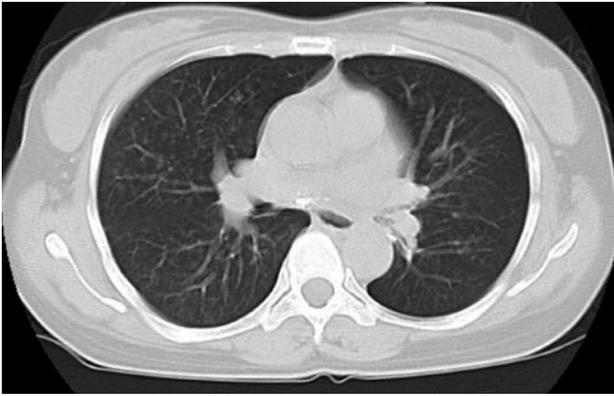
来院時の胸部単純CT. 左主気管支閉塞, 両側腋窩リンパ節腫脹, 肺野に小葉中心性の斑状の淡いすりガラス様陰影を認めた.
